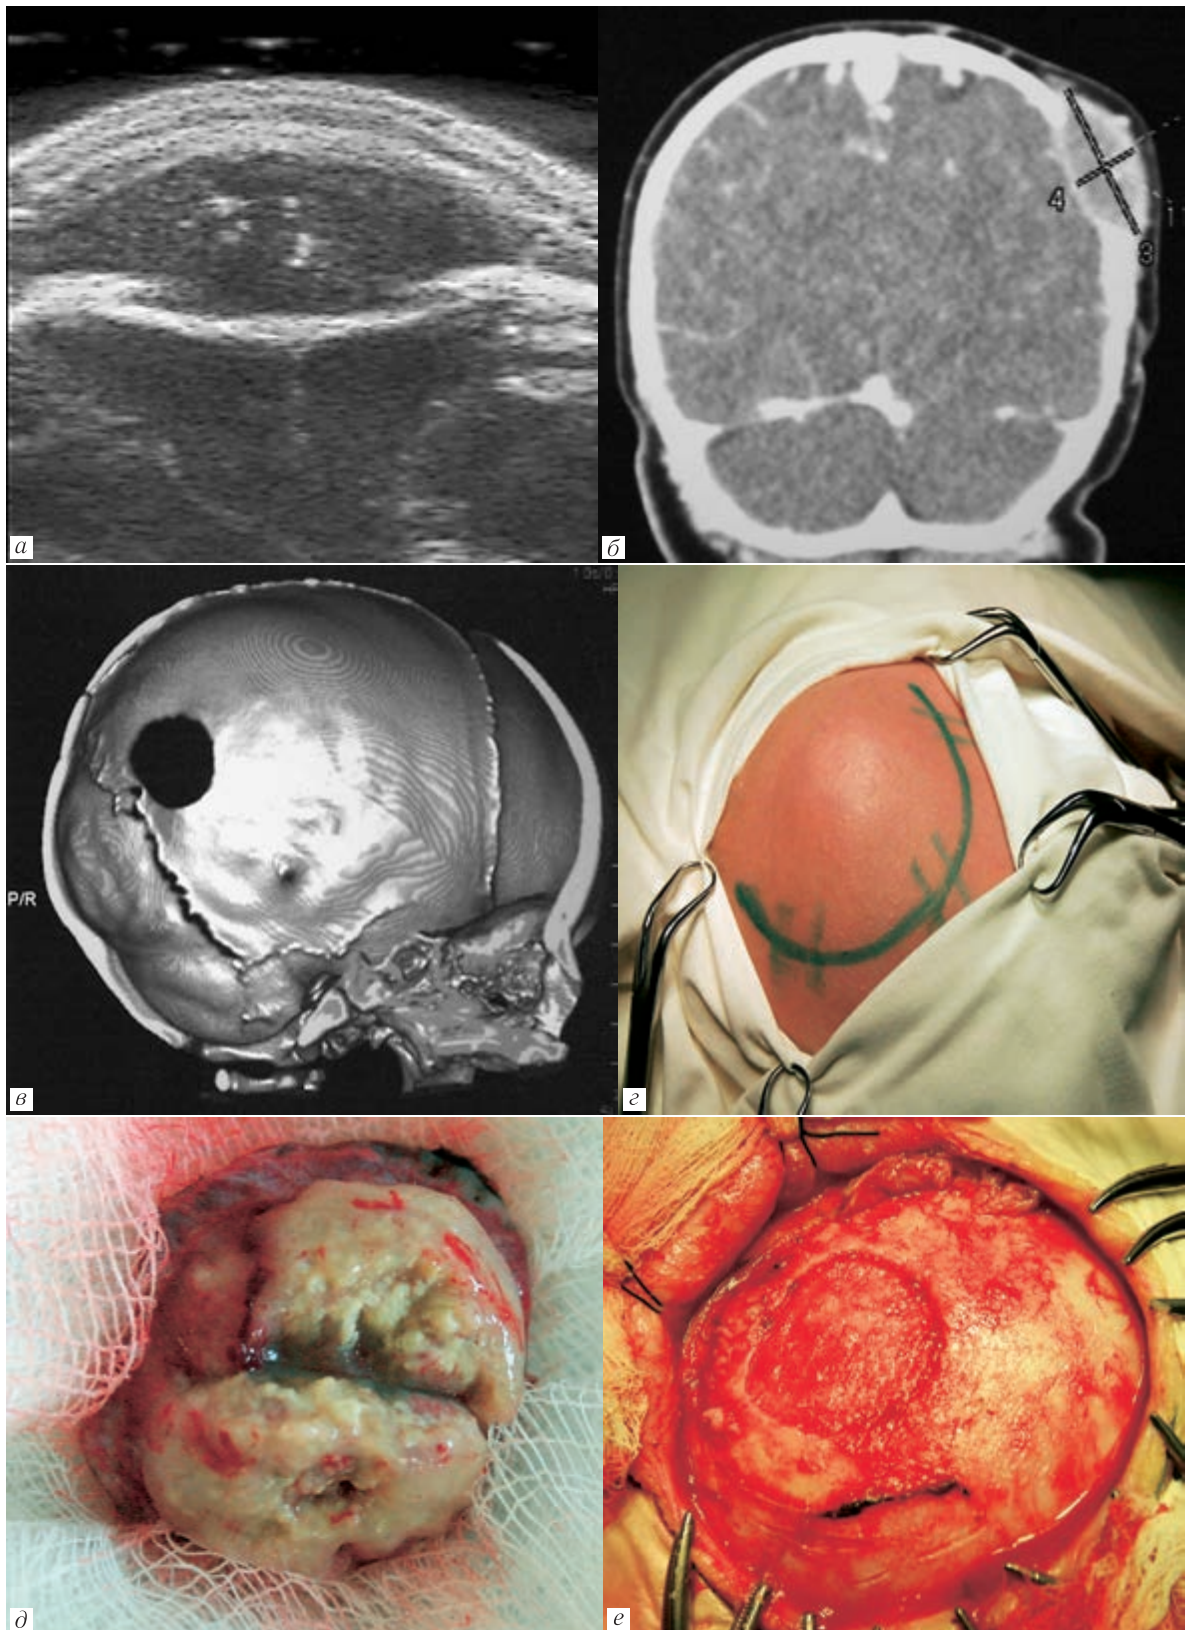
Дермоид теменной кости: *а* — ультразвуграфическое изображение (анизоехогенная зона в области скальпа, отсутствие изображения кости в области образования, деформация ультразвуграфического изображения твердой мозговой оболочки в области дефекта кости); *б* — КТ (фронтальная реконструкция), подтверждающая данные ультразвуграфии; *в* — КТ — зона деструкции кости; *г-е* — этапы операции (перед разрезом кожи; на этапе удаления и после удаления дермоида, виден костный дефект)
